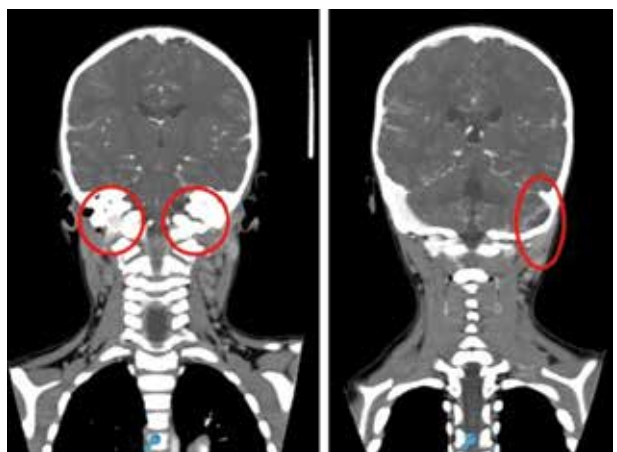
Tomografía de cerebro con contraste: Seno lateral y seno sigmoideo izquierdo (círculos rojos).
